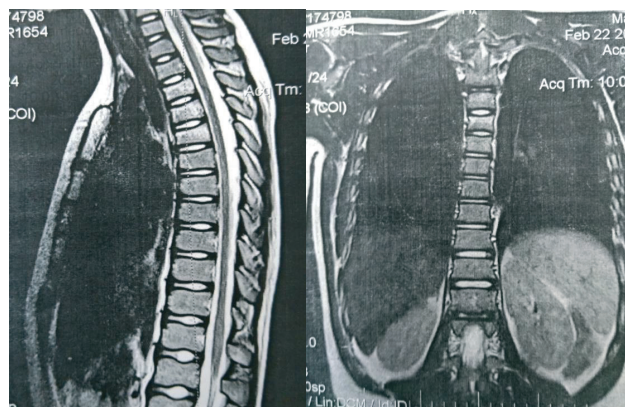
КТ грудного відділу хребта. 23-й день із моменту травми.
